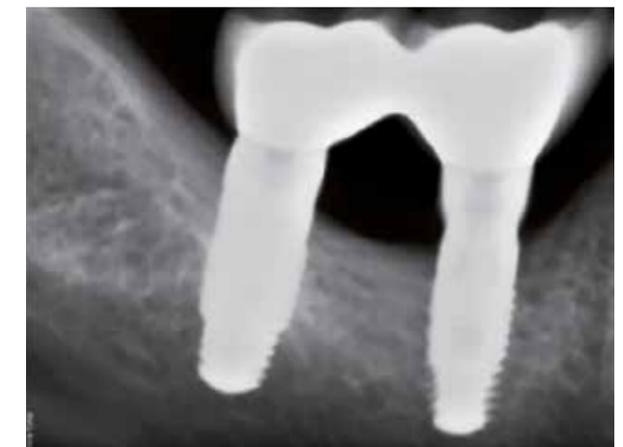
Contrôle radiographique de l'assemblage prothétique.
